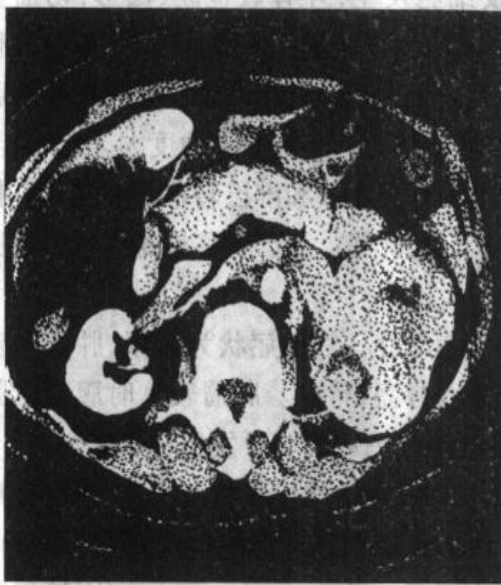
左肾癌 CT 所见,癌已侵入肾静脉内,右肾正常
